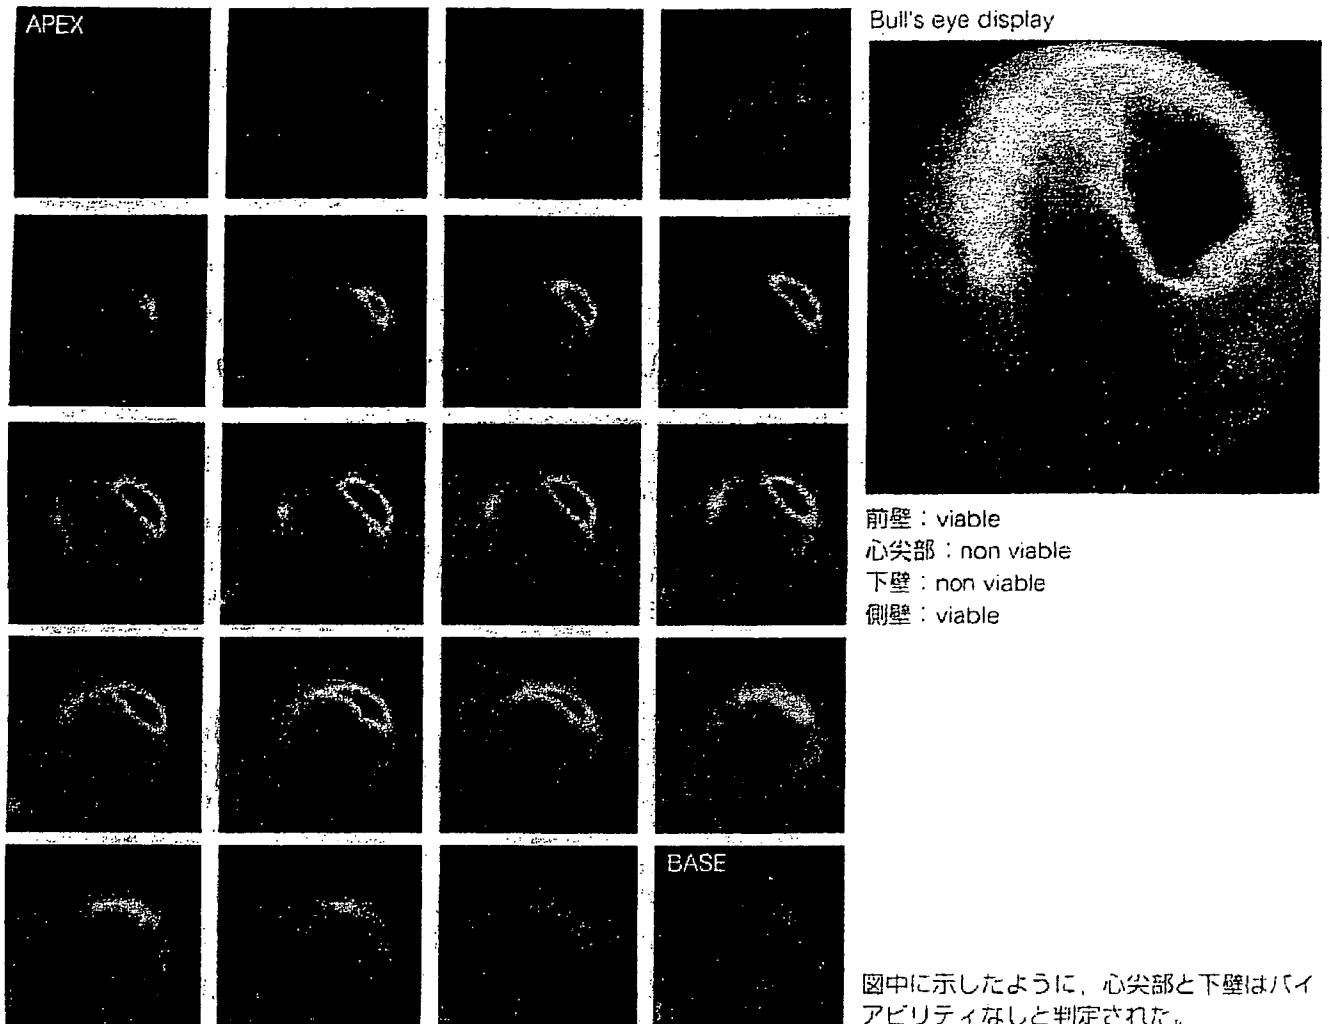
糖負荷時 ^{18}F -FDG PETによる心筋バイアビリティ評価(図3と同一症例)
